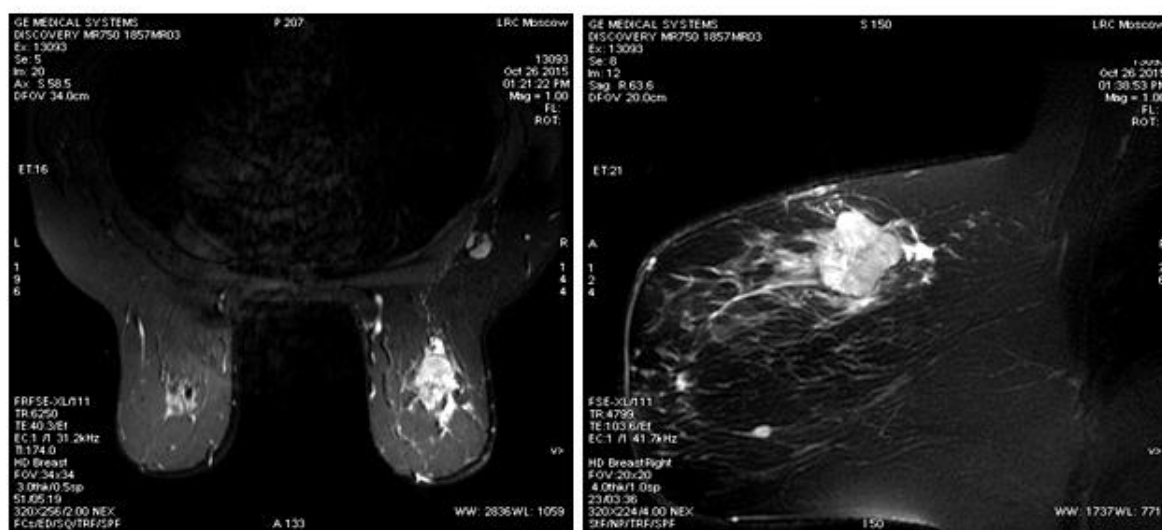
МРТ с контрастным усилением (КУ), опухоль правой молочной железы (T1-ВИ, постконтрастное изображение с подавлением сигнала от жировой ткани, аксиальная и сагиттальная проекции)
